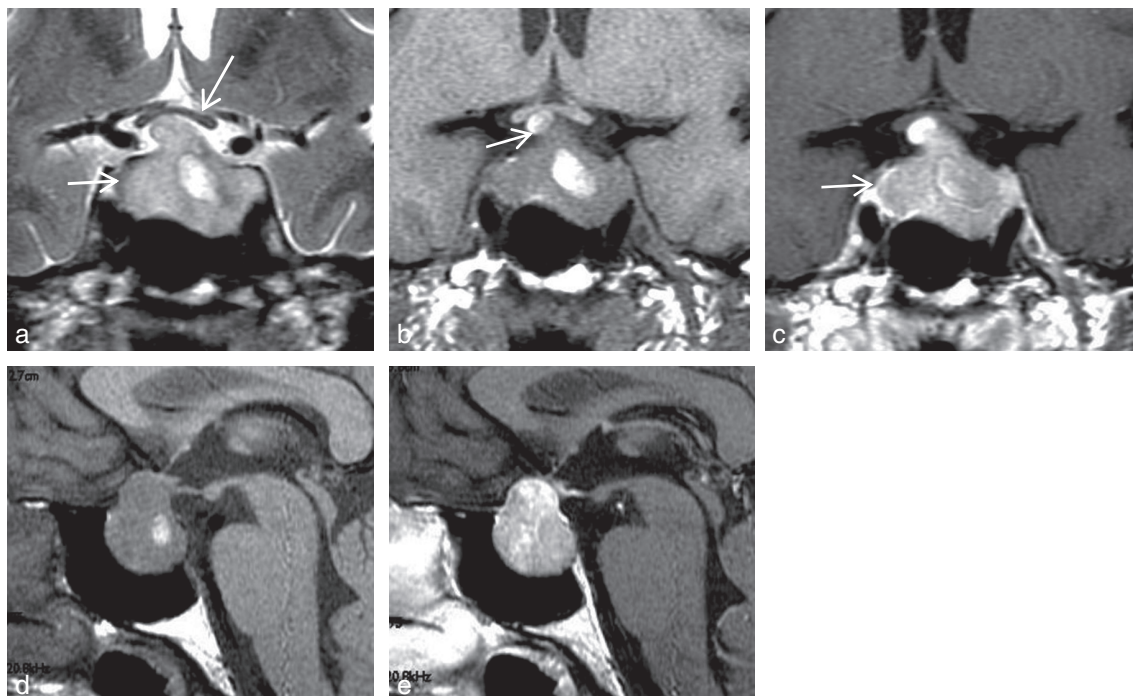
a–e IRM en coupes coronales T2 (a), T1 (b) et T1 Gd (c) et sagittales T1 (d) et T1 Gd (e).
